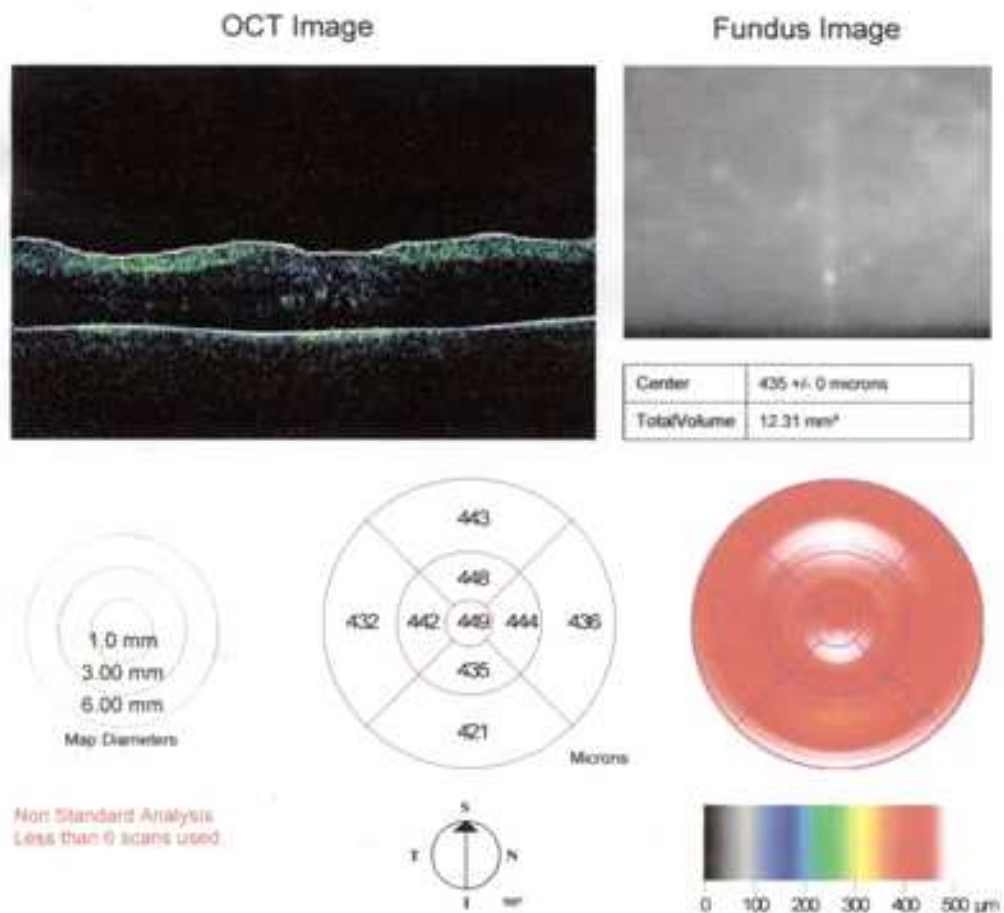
Caso clínico nº 2. Análisis diagnóstico mediante imágenes de tomografía óptica coherente, evaluadas de manera previa a la intervención.
